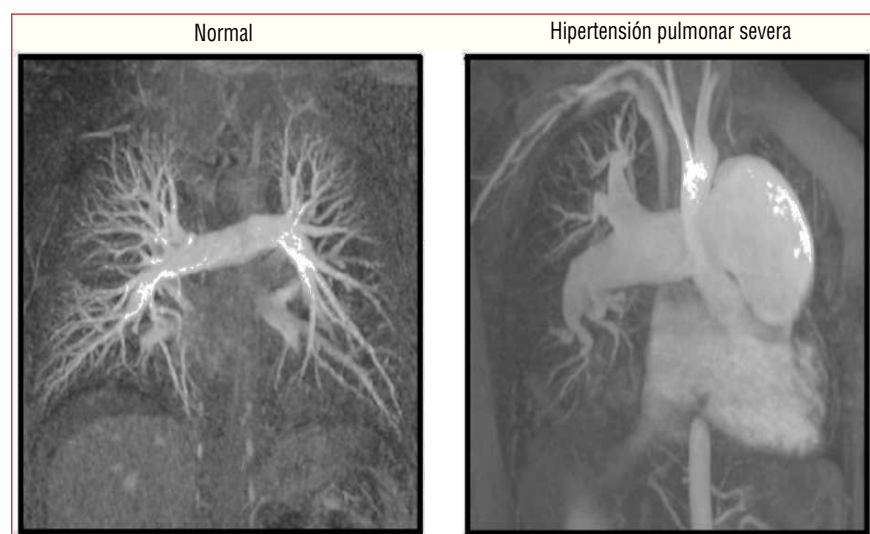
Imágenes de perfusión del árbol circulatorio pulmonar obtenidas con angiorresonancia magnética de contraste. La alta resolución de esta tecnología permite obtener imágenes detalladas del árbol circulatorio pulmonar.
